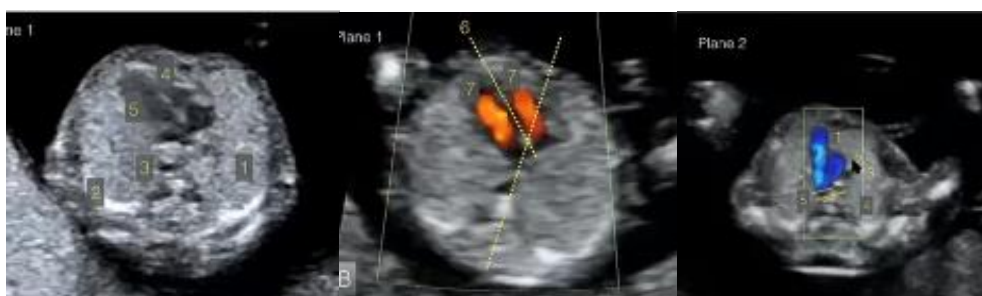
Evaluación cardíaca durante la ecografía del I Trimestre
